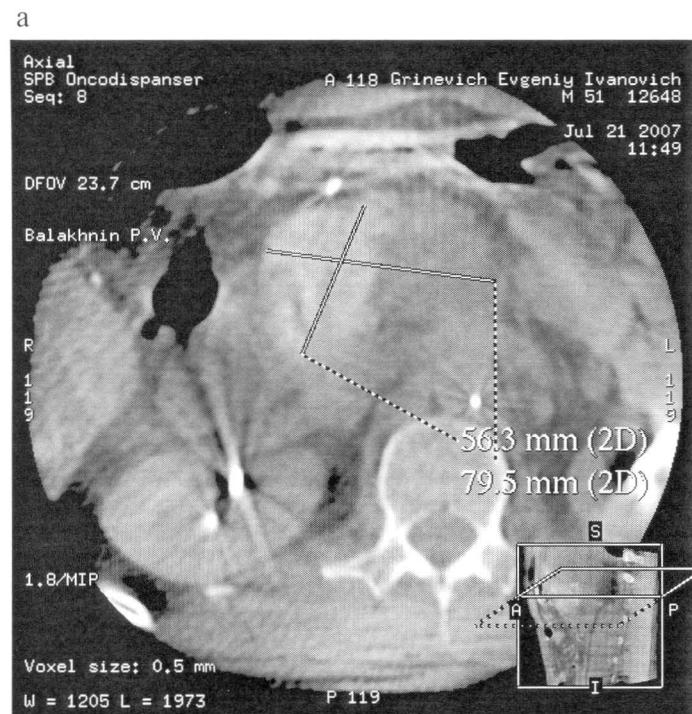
Эндосакулярное рентгеноконтрастное исследование поджелудочной железы с локализацией опухоли в ее головке:
